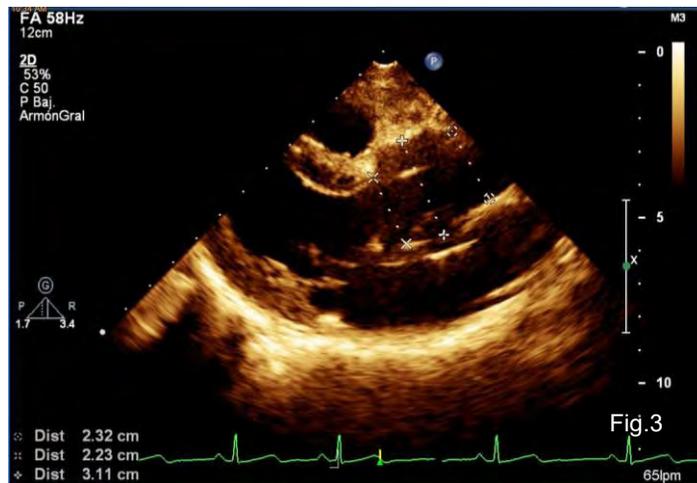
Ecocardiografía transtoracica. Vista paraesternal. Unión sino-tubular de 3.11 cm (z-score de +3.53). Proporcionado por servicio de Cardiología de Hospital Infantil de México.
